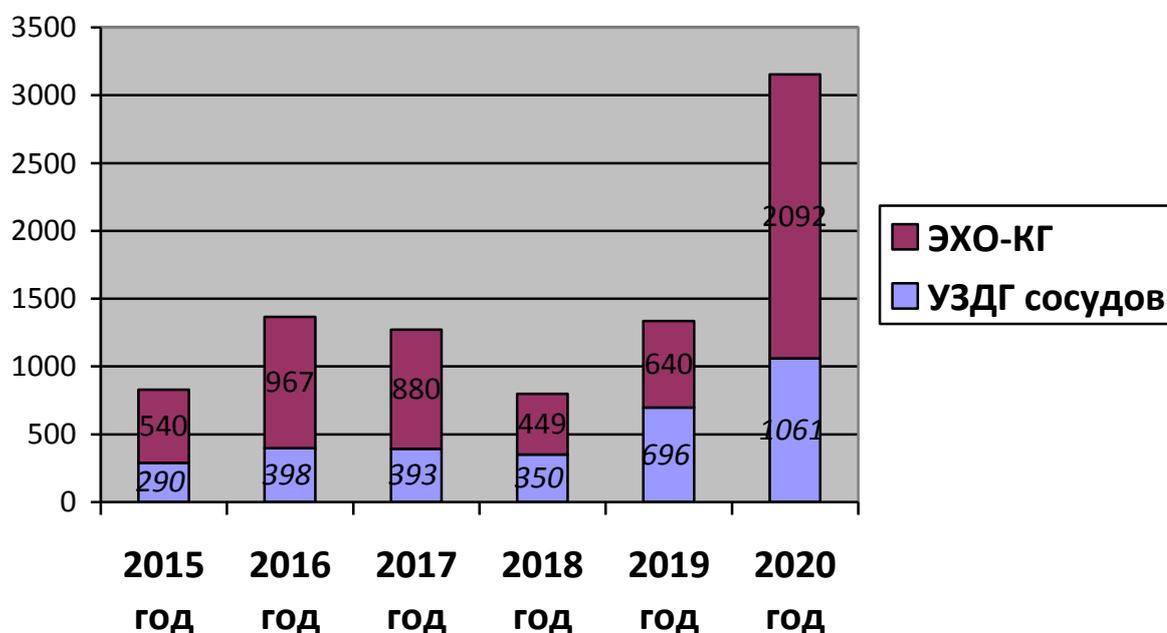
Количество УЗИ сердечно-сосудистой системы (в абс. числах)
